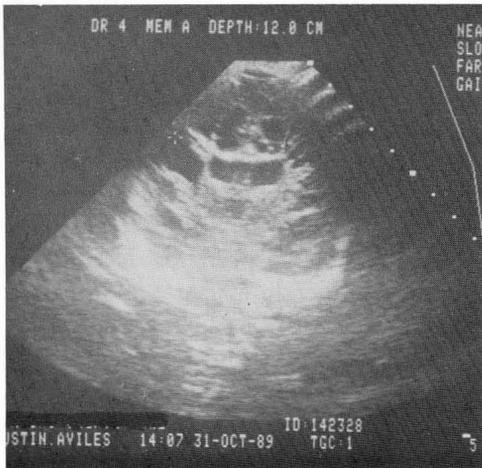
Ecografía cerebral*
